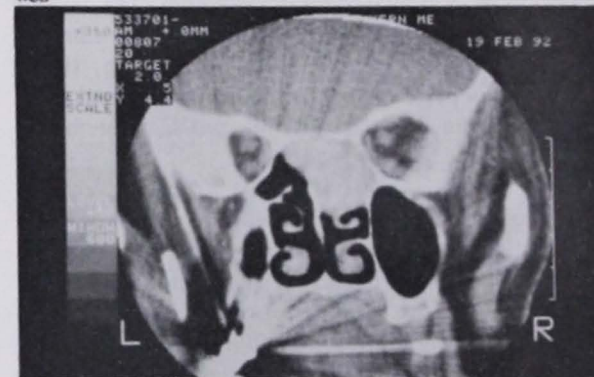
A preoperative CT of Patient #3. Note the multiple areas of hyper attenuation within the right ethmoid sinuses.
